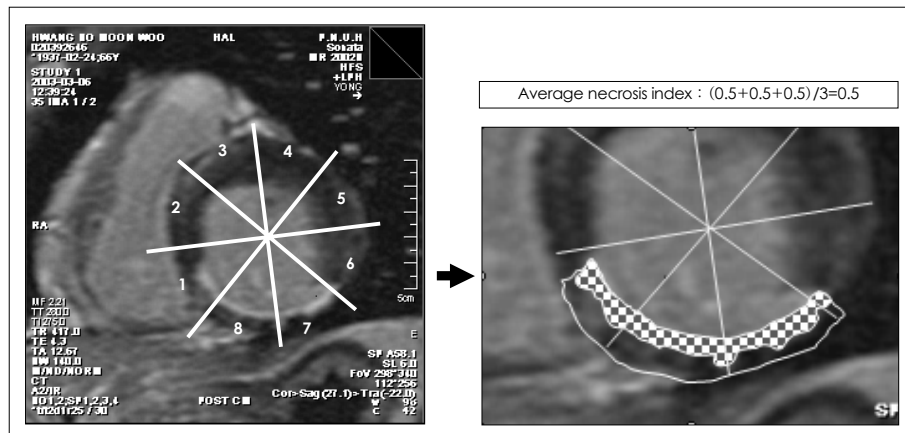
Example of delayed hyperenhancement in contrast MRI & calculation of average necrosis index. The myocardium was divided into eight equal radial segments that corresponded to the three coronary artery territories: left anterior descending artery (2, 3, 4, 5), left circumflex artery (6, 7), and right coronary artery (1, 8).
